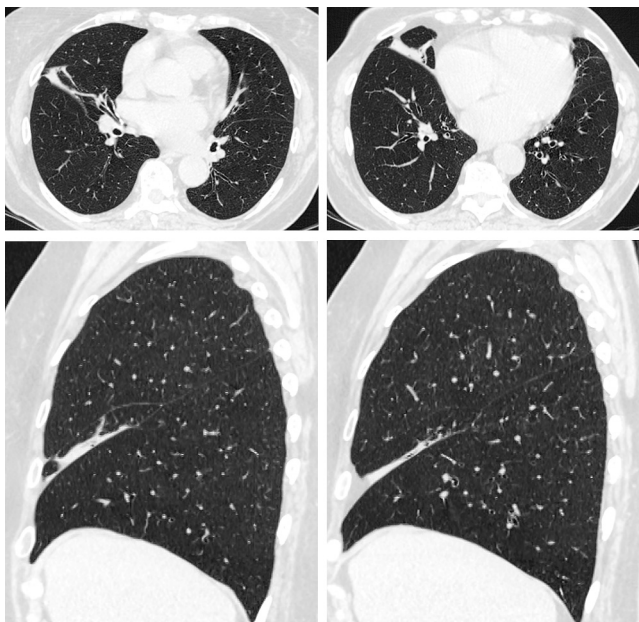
МСКТ ОГК пациентки Н. от 30.01.15
